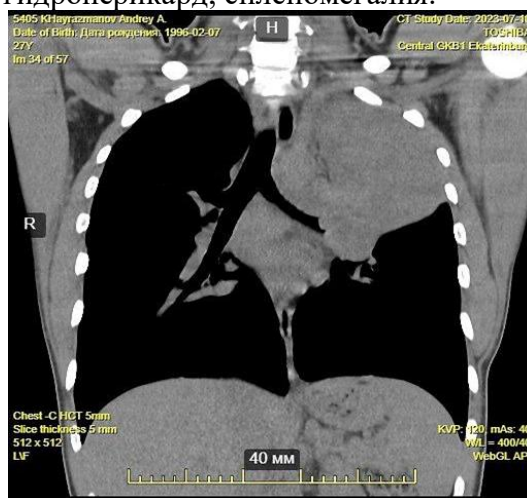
Результаты МСКТ ОГК
